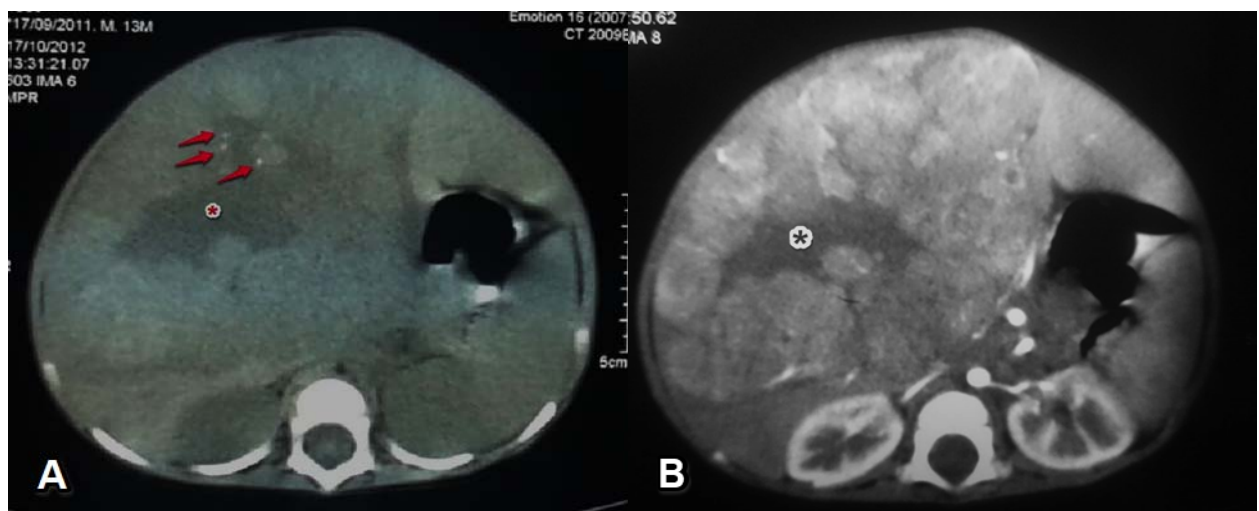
TDM avant (A) et après (B) injection de produit de contraste chez un garçon de 14 mois.
